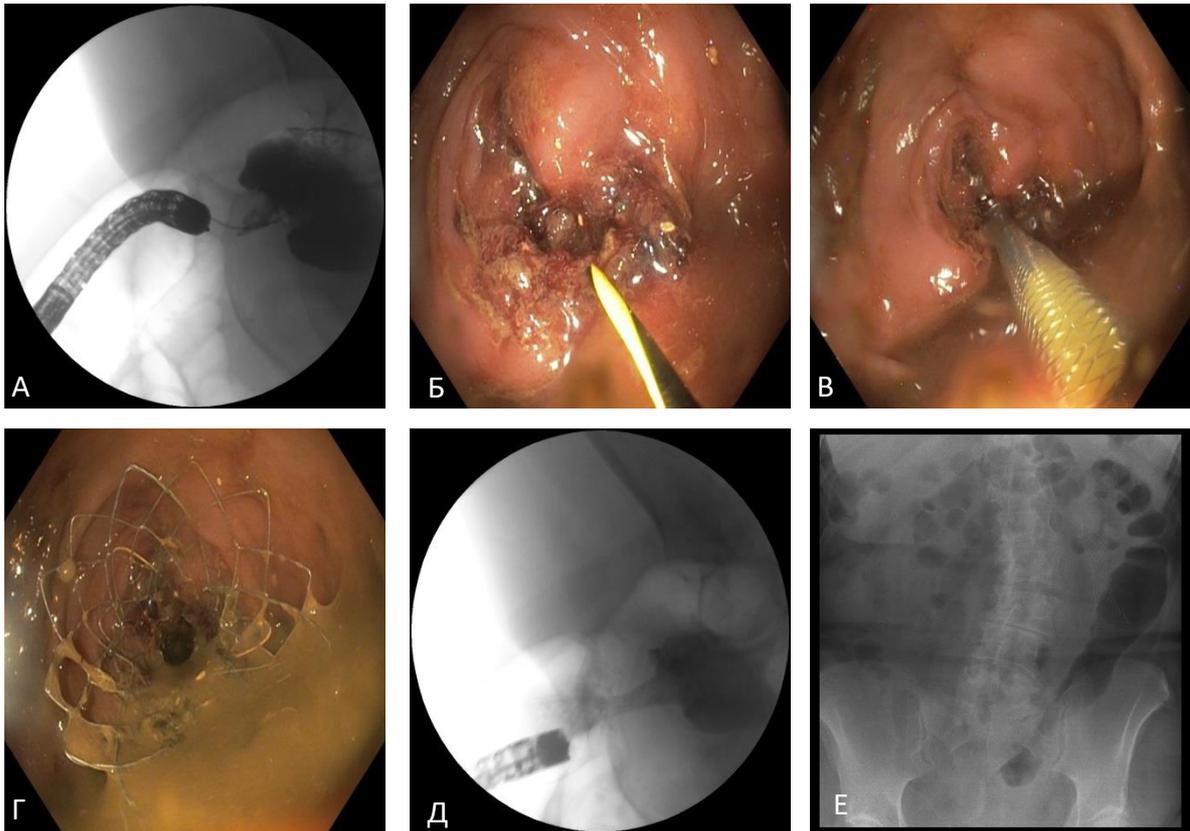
Колоректальное стентирование при ОТКН. А – определение протяженности опухолевого стеноза; Б – заведение струны проводника, В – заведение по струне проводника колоректального стента, Г – раскрытие стента, Д – рентген-контроль положения стента, Е – обзорная рентгенограмма в первые сутки после стентирования.
